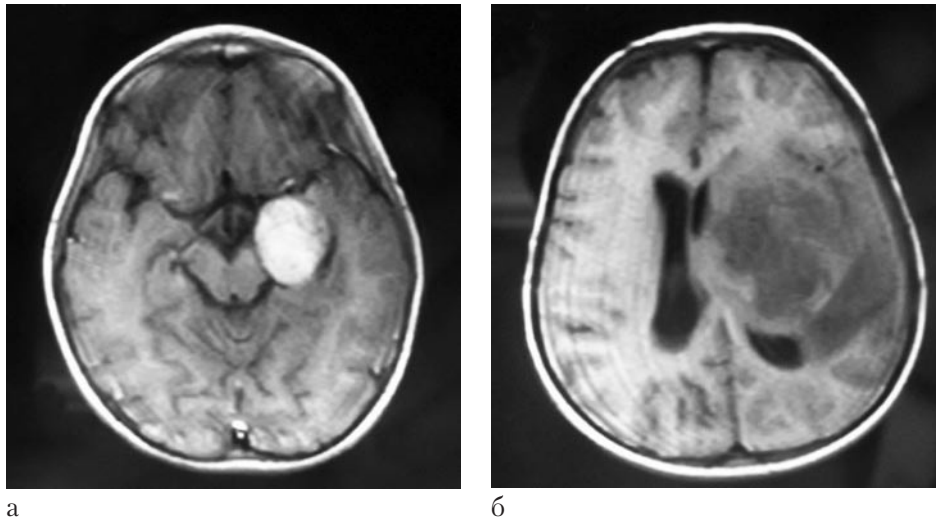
МРТ-изображение головного мозга больной Б., 4 года, при поступлении (а) и перед оперативным лечением (б).
